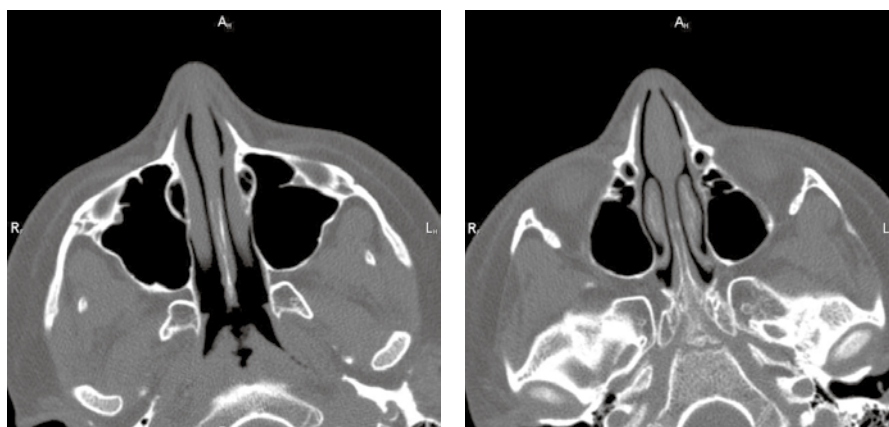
Компьютерная томография придаточных пазух носа у условно здорового ребенка.
